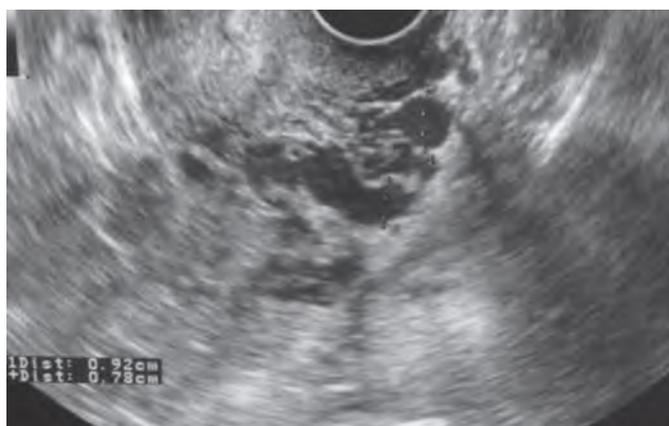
УЗИ-признаки венозной тазовой конгестии (расширенные вены параметрия 7,8 и 9,2 мм соответственно)
